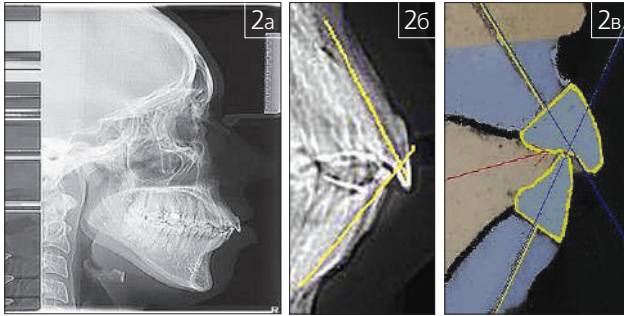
Фотографии телерентгенограммы (а, б) и гипсовых моделей челюстей (в), на которых продемонстрировано соответствие межрезцового угла
